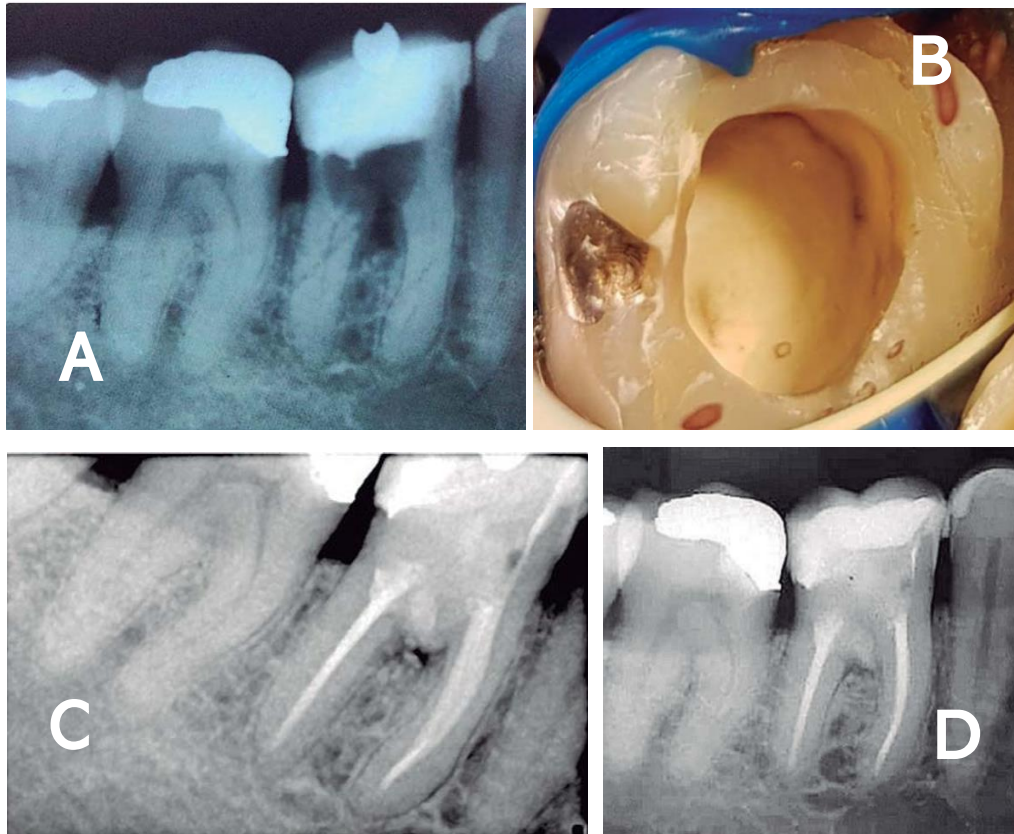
A) Radiografía inicial donde se observa la perforación de furca en OD 46. B) Colocación de Biodentine en todo el piso de la cámara pulpar. C) Obturación final de conductos con técnica de compactación lateral. D) Radiografía control a los 14 meses, se observa la reparación osea a nivel de la furca.²¹
